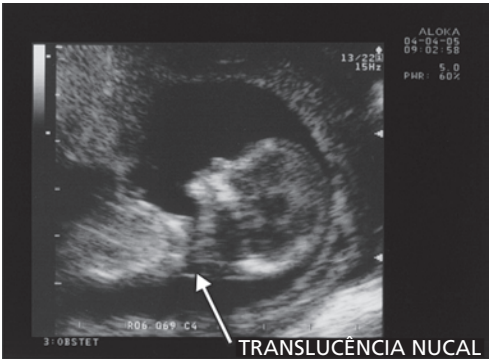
Ultrassonografia: corte para obtenção da medida da translucência nucal.
